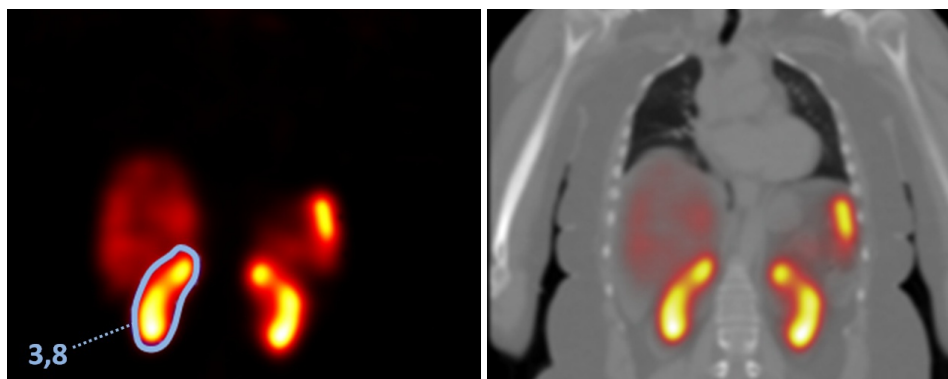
Cortes coronais da imagem paramétrica de dose (Gy) + fusão com CT pelo programa OsiriX de paciente submetido à terapia com ^{177}Lu -DOTATATE. Volume de interesse definido sobre o rim para cálculo da dose de 3,8 Gy.
